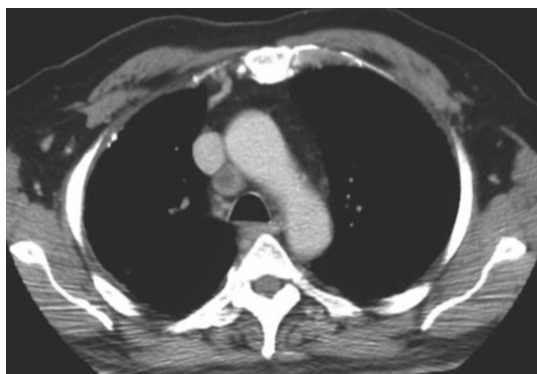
Bronchoscopie Biopsie réussie d'une masse du lobe supérieur gauche à l'aide d'une tomodensitométrie (TDM) (Ian Hunt ; 2009).
